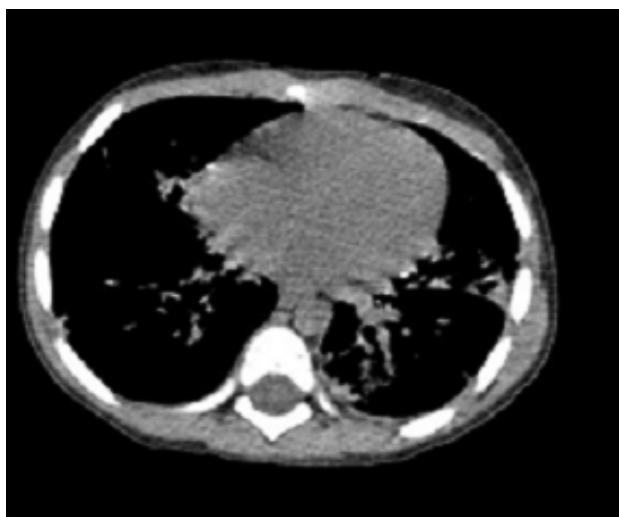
TDM thoracique montrant un foyer de condensation lobaire en rapport avec la tuberculose (Observation N°3)
